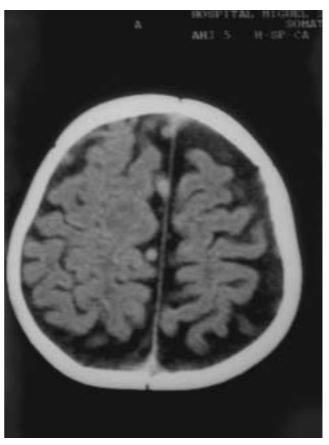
B: TAC simple: líquido pericerebral claramente visible, y aumento de los espacios subaracnoideos, especialmente en la región anterior (hidroma pericerebral).
